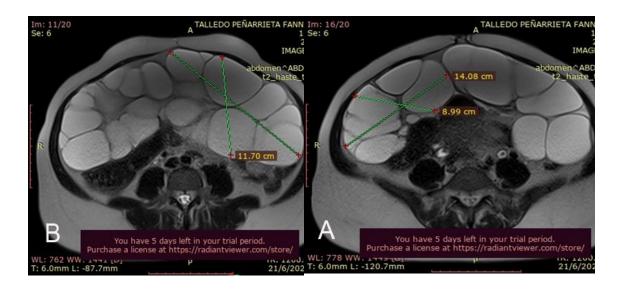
Ultrasonido 29/04/2025. A. Ovario derecho mide 11,70 cm x 19,37 cm. B. Ovario izquierdo mide 8,99 cm. x 14,08 cm.
